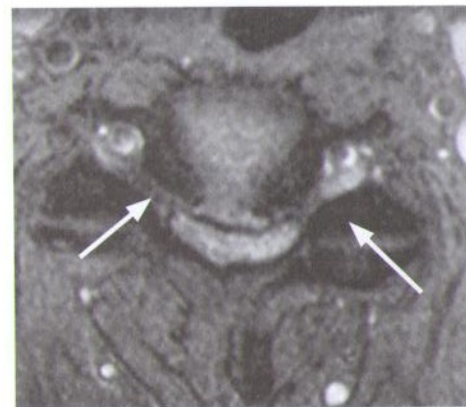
МРТ больного со стенозом позвоночного канала с выраженным сужением латеральных отделов и фораминальных отверстий с миелорадикулярным синдромом (показано стрелкой).
